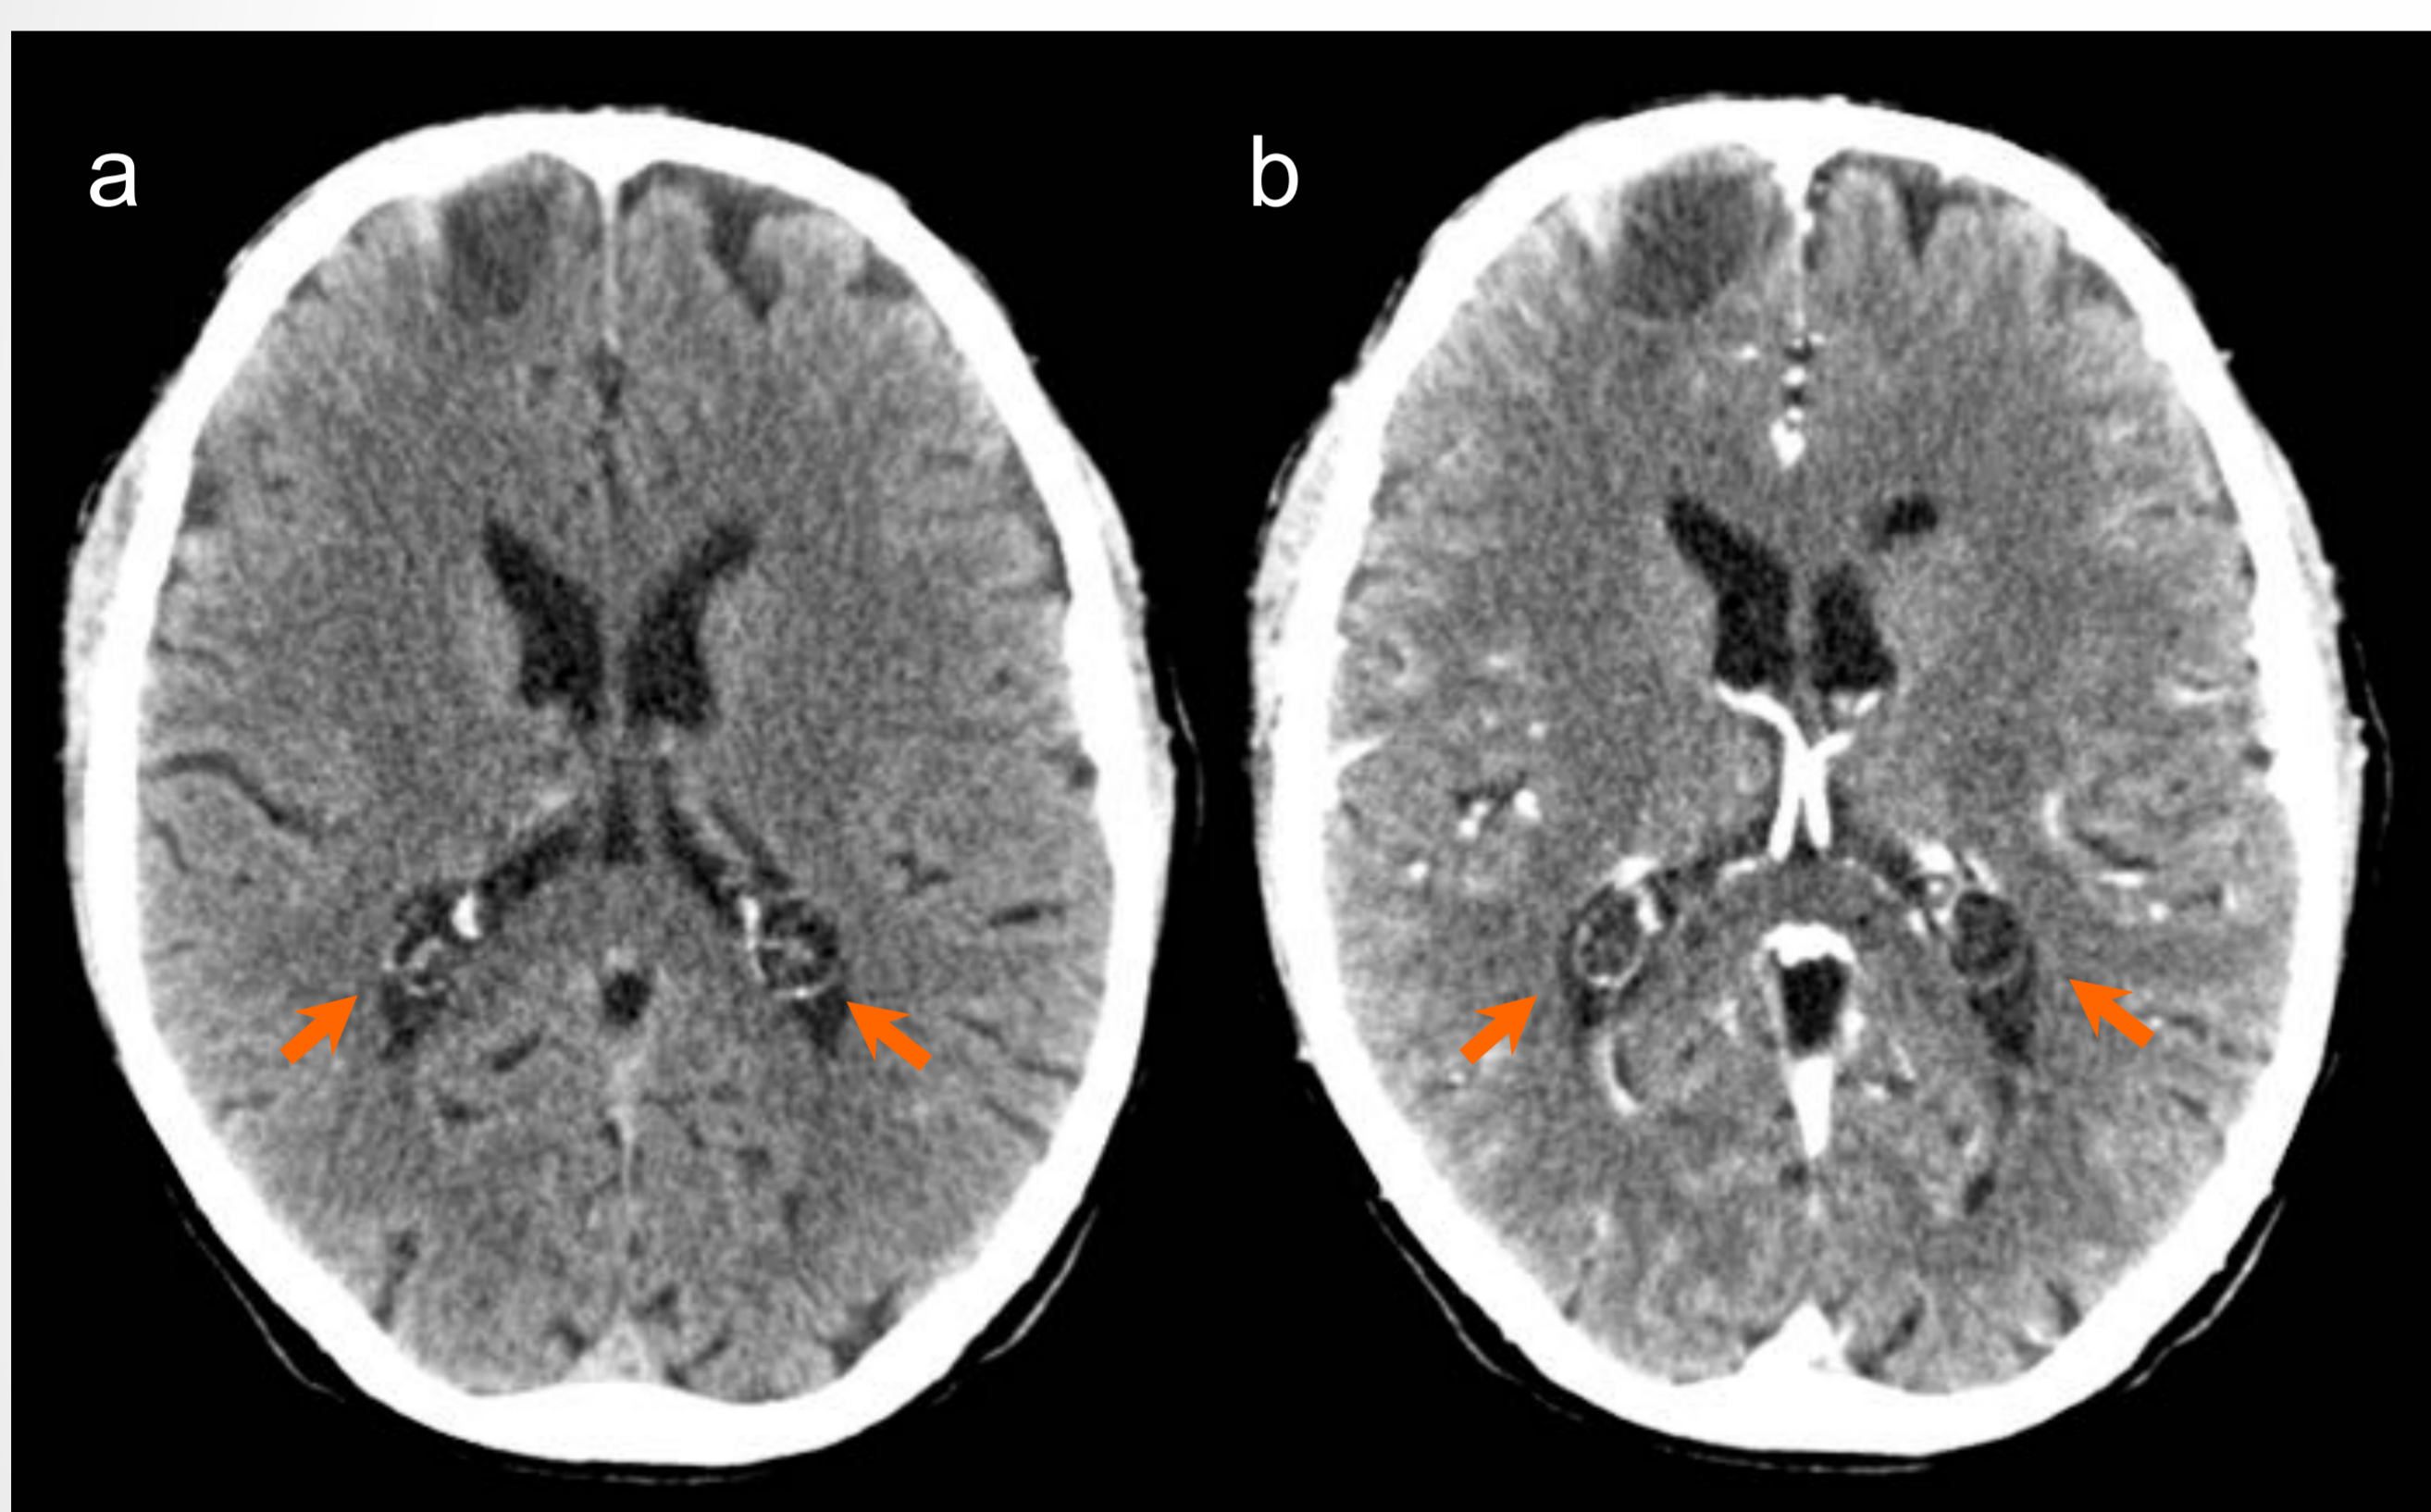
Imágenes axiales de TC sin CIV (a) y tras la administración de CIV (b) de QPC, que se muestran como lesiones hipodensas similares al LCR con calcificación periférica.
